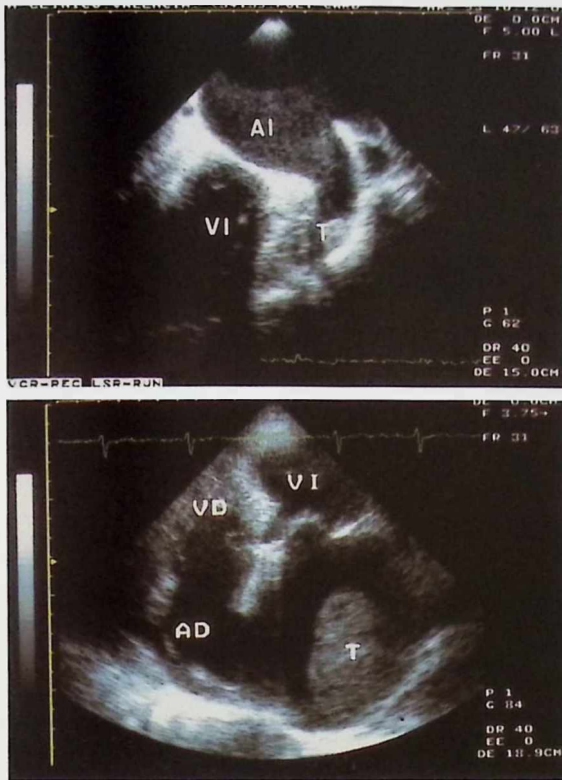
Ecocardiografía transesofágica (arriba) con trombo en orejuela izquierda. Ecocardiografía bidimensional desde ápex, cuatro cavidades (abajo) con trombo en aurícula izquierda.
